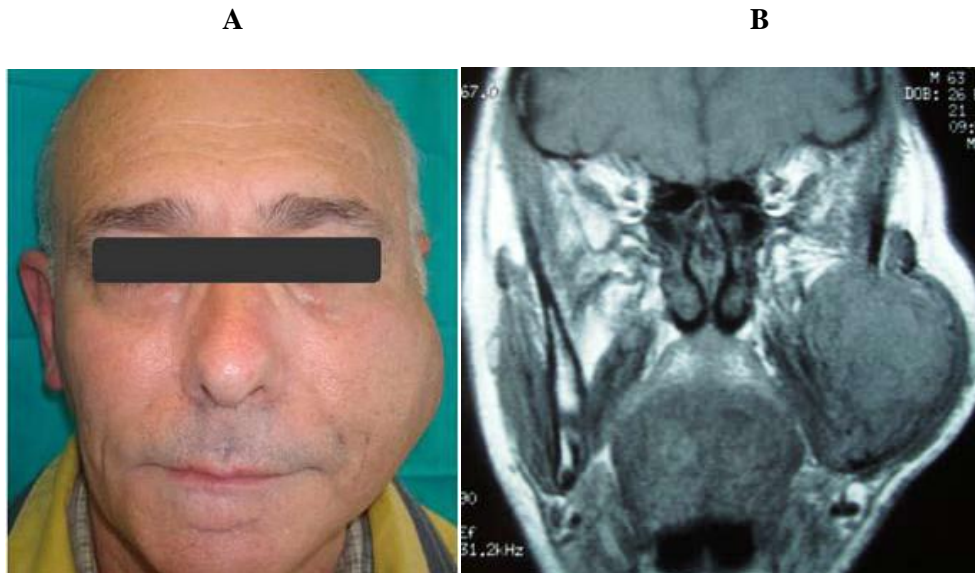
Plasmocitoma Solitário Ósseo (PSO). (A) evidência um PSO que se estende do ângulo mandibular esquerdo à região da parótida; (B) representa a imagem de Ressonância Magnética (adaptado de Rodríguez-Caballero *et al.*, 2011).
